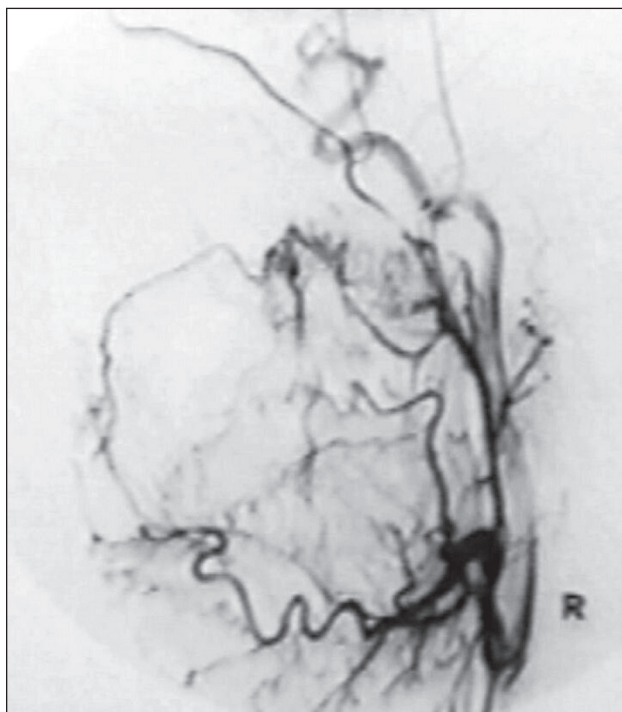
Ангиограмма наружной сонной артерии. Кровоток по верхнечелюстной артерии, кровоснабжающей ангиофибром, отсутствует. Рентгеноконтрастный препарат – ультравист 370.
